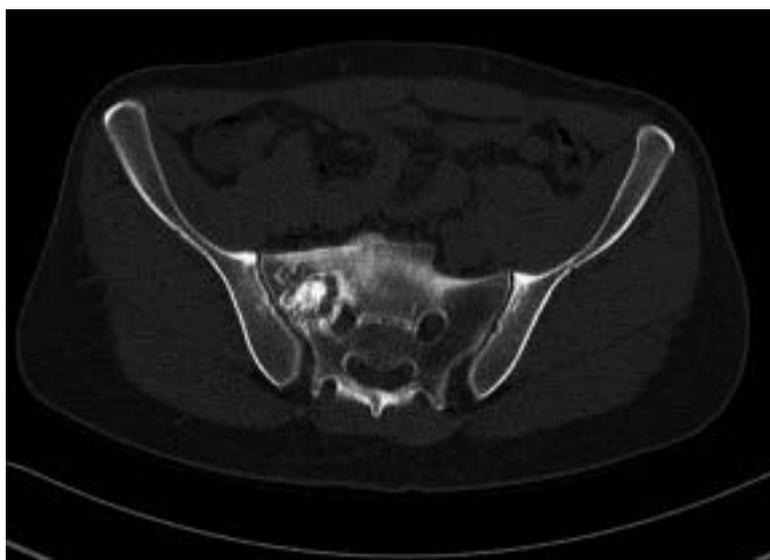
Caso N° 1. TC de control 6 meses después del curetaje. Se observan cambios secundarios a la cirugía y una imagen dudosa de persistencia o recidiva de tejido tumoral al lado de la raíz S1 derecha.
